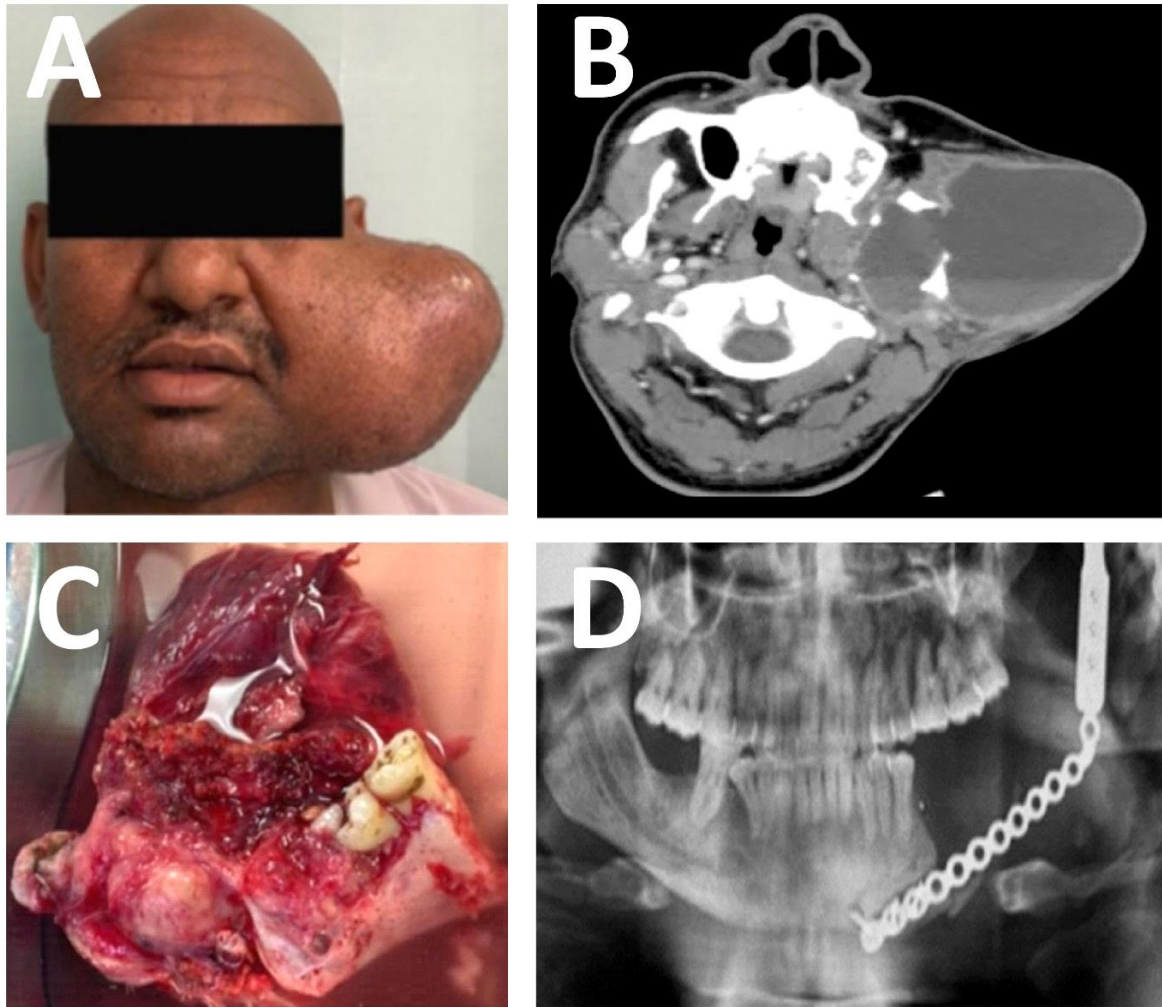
A. Aspecto extrabucal de um caso de ameloblastoma com tumoração do lado esquerdo da face B.Reconstrução axial de tomografia computadorizada multislice, em janela para tecidos moles, demonstrando área hipodensa multilocular envolvendo o corpo e o ramo da mandíbula, com rompimento da cortical óssea e expansão para os tecidos moles. C. Espécime cirúrgico excisado. D.Radiografia panorâmica no pós cirúrgico imediato demonstrando a reconstrução da mandíbula por placa metálica e parafusos
